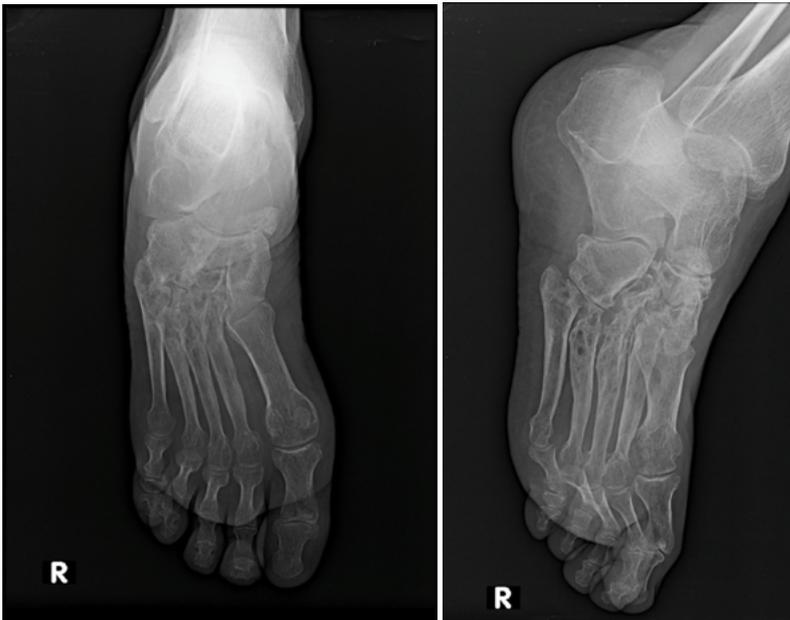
Imagen B y C. Radiografía de pie de frente (B) y oblicuo (C) se evidencia elementos de osteítis a nivel de metatarsianos y cuña.
